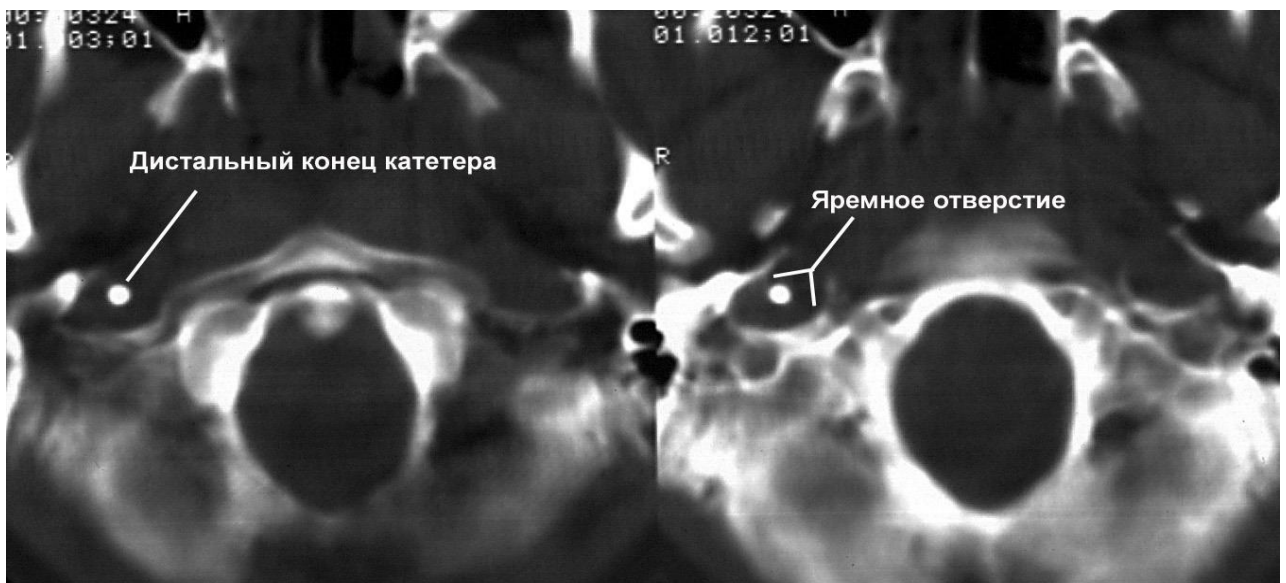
Аксиальная компьютерная томограмма основания черепа, указывающая положение дистального конца катетера в яремном отверстии.
